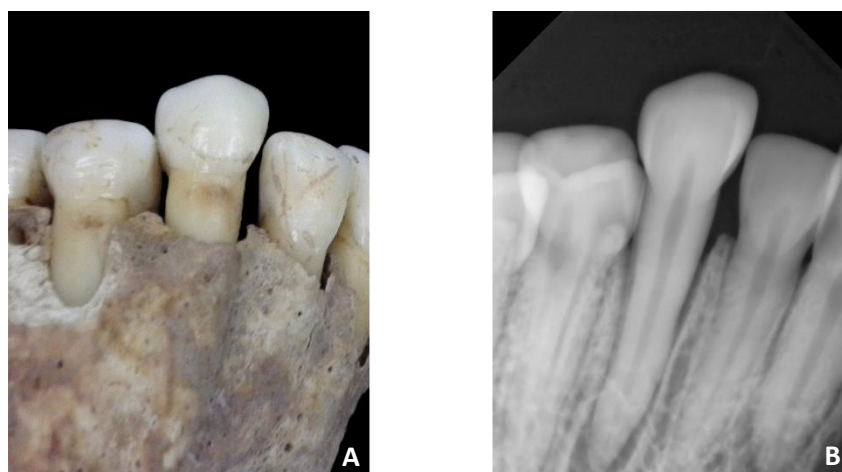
Canino superior esquerdo (dente 23) do indivíduo 109 (PAVd'09). A – Fotografia *in situ* (não se encontra em posição anatômica). B – Radiografia periapical labio-lingual *in situ* com visibilidade da câmara polpar.
